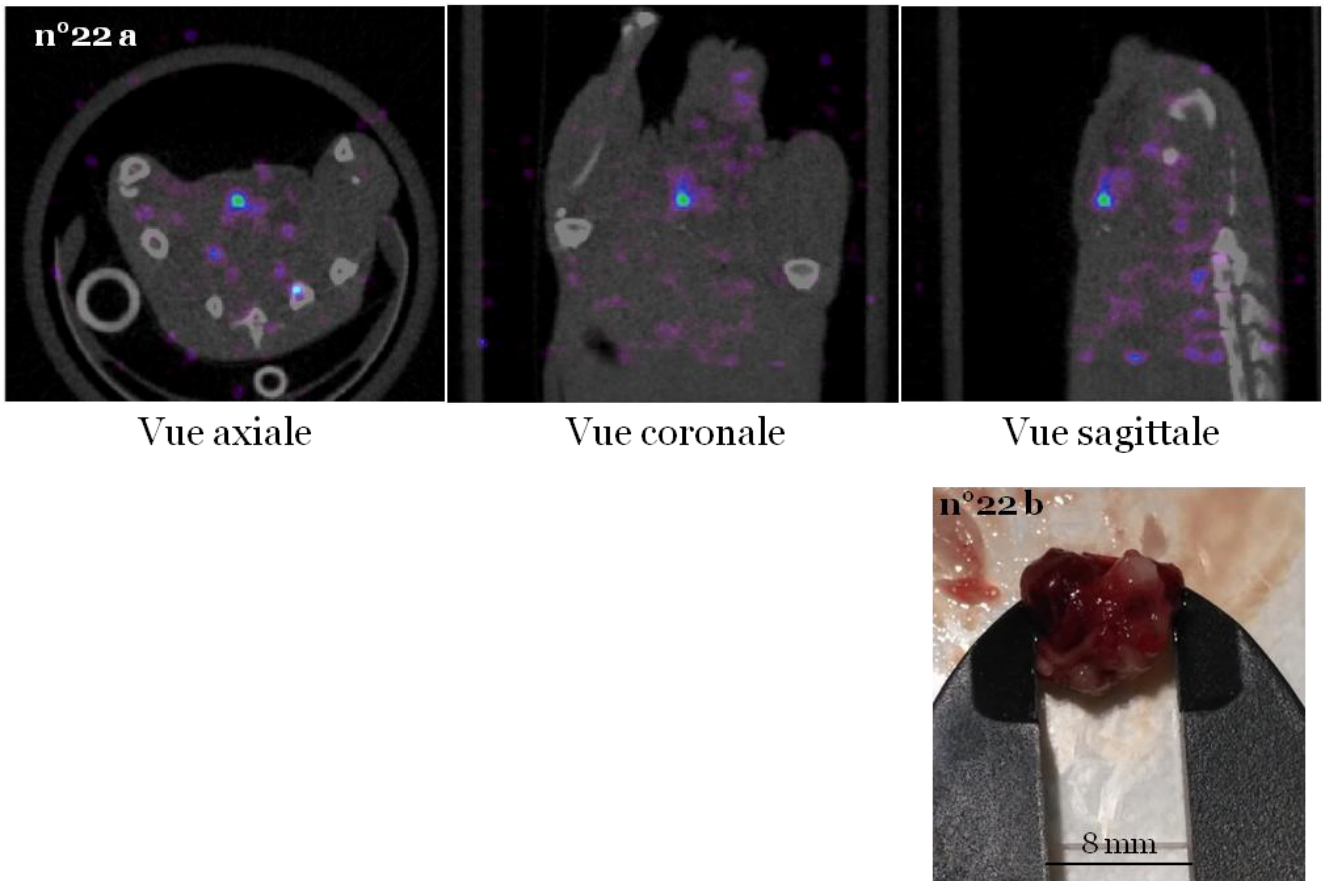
Imagerie SPECT (a) et macroscopique (b) des souris n°16, 18, et 22. Ces souris ont présenté une tumeur peu nécrotique.
